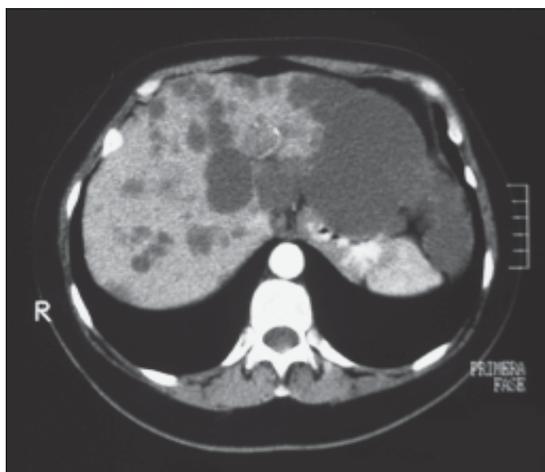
TAC de abdomen preoperatorio muestra gran quiste hepático en lóbulo izquierdo en paciente con enfermedad poliquística hepática.
